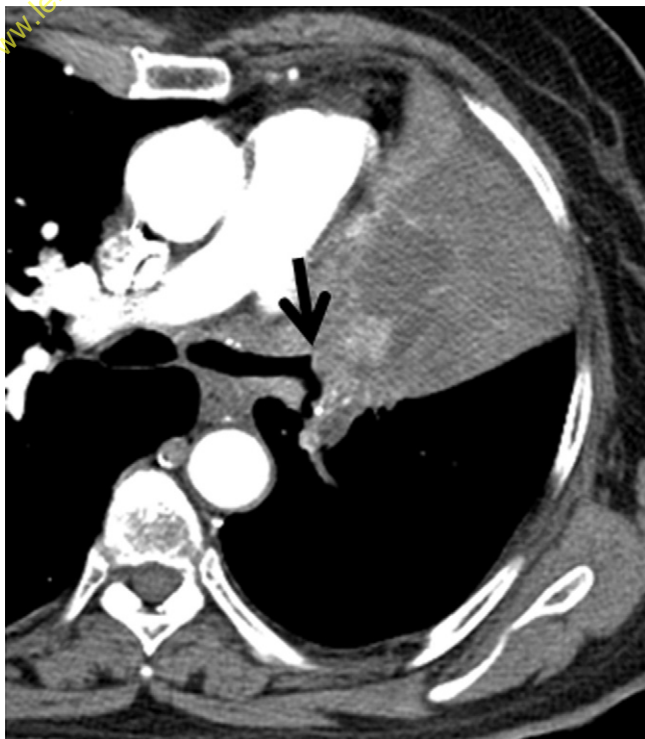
Coupe TDM avec injection de produit de contraste. Sténose de la bronche lobaire supérieure gauche (flèche noire) avec atélectasie d'aval et mauvaise différenciation entre tumeur et trouble ventilatoire.
